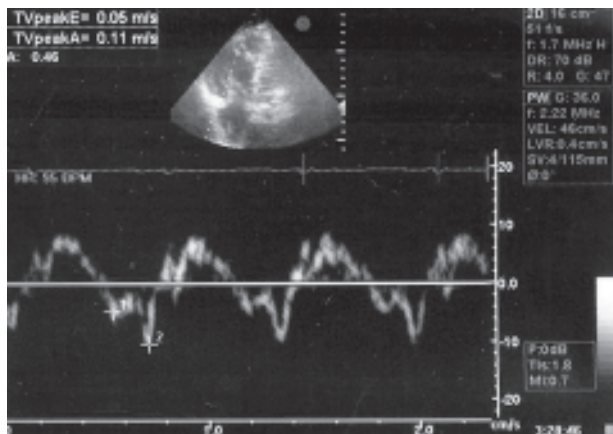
Imagen de doppler tisular a nivel del anillo tricuspídeo de un paciente Con miocardiopatía dilatada y disfunción distólica del ventrículo derecho donde se observa Em < Am
